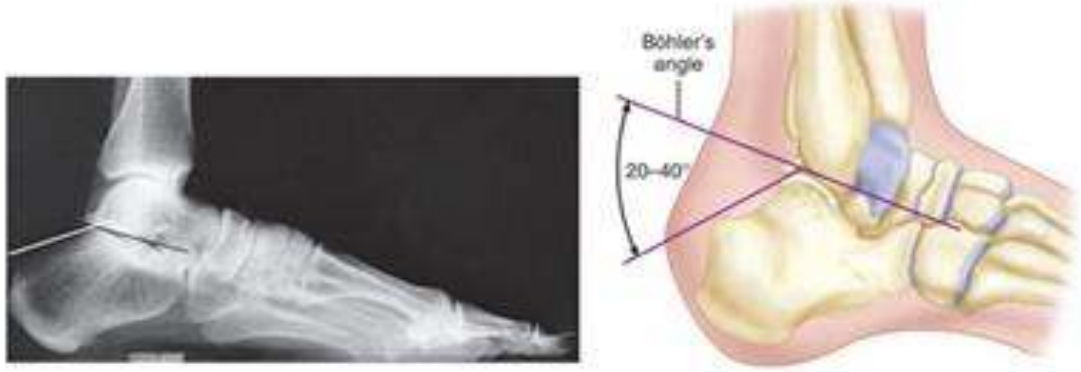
Kalkaneus lateral grafisi
